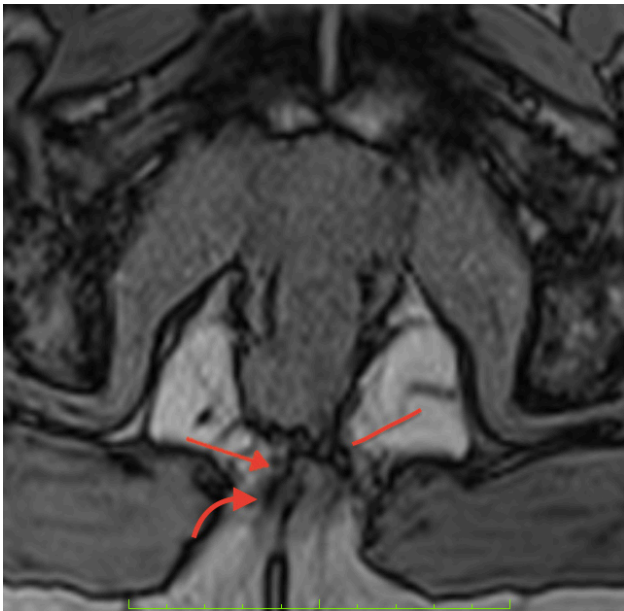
Томограма хворого С. 38 р. Повна задня екстрасфінктерна нориця із поширенням додаткового ходу до ретроректального простору
